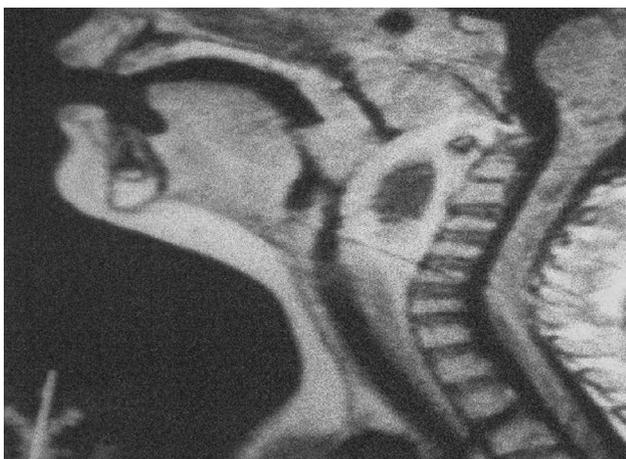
Corte sagital de RMN mostrando la localización y extensión del absceso retrofaringeo.
